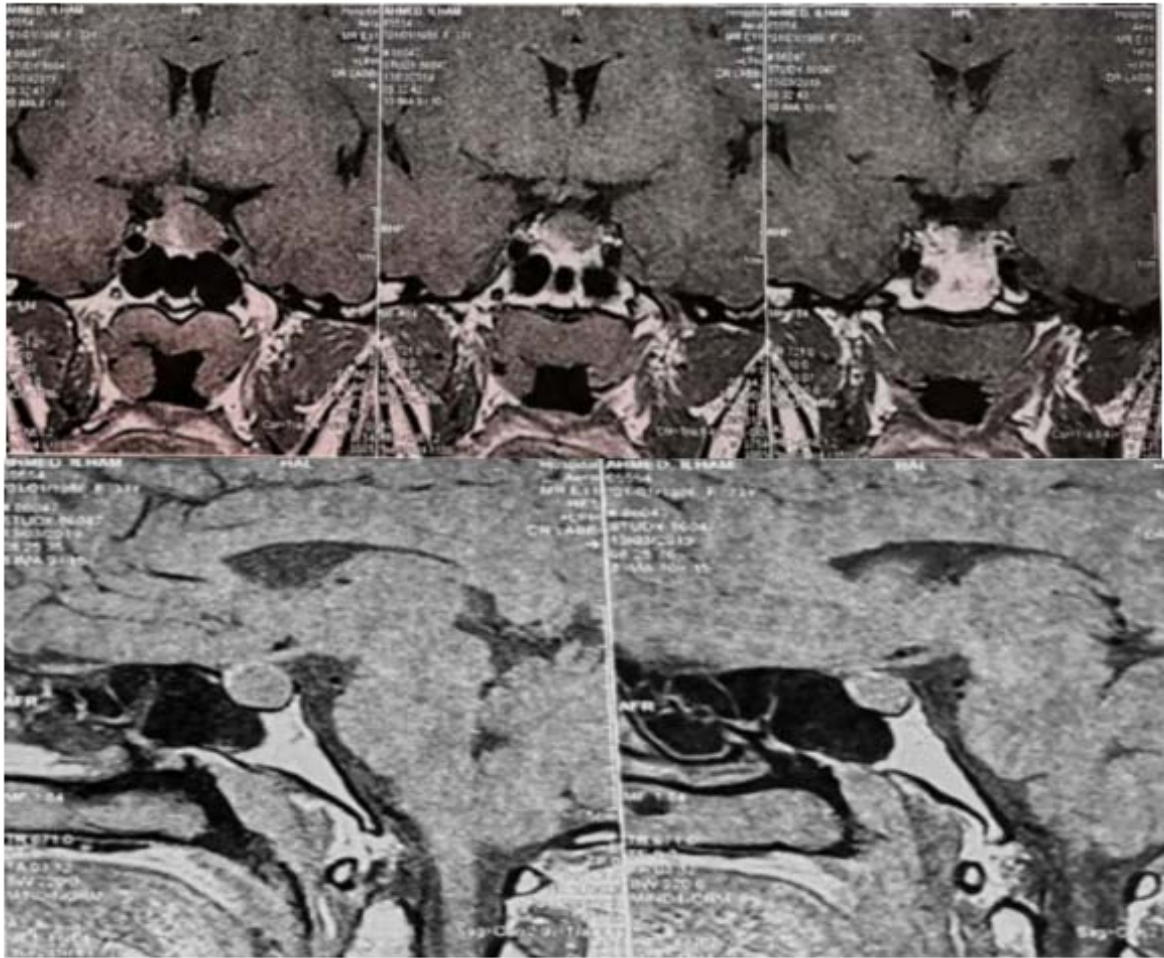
IRM hypophysaire en coupes coronales (T2) et sagittal (T1) et axiale (T1), sans et avec injection du produit de contraste, montrant un macro adénome hypophysaire qui comble les citernes optochiasmatiques responsable d'un bombement du diaphragme sellaire , et refoulement de la tige pituitaire ainsi que le chiasma optique .Qui se rehausse après injection de produit de contraste
